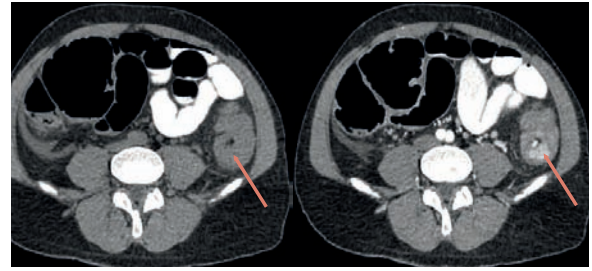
Cortes axiales de tomografía computarizada de abdomen con contraste oral y endovenoso. Se comparan el corte sin contraste endovenoso (A) y con contraste endovenoso (B) observándose una masa que realza en el interior de la luz colónica.
